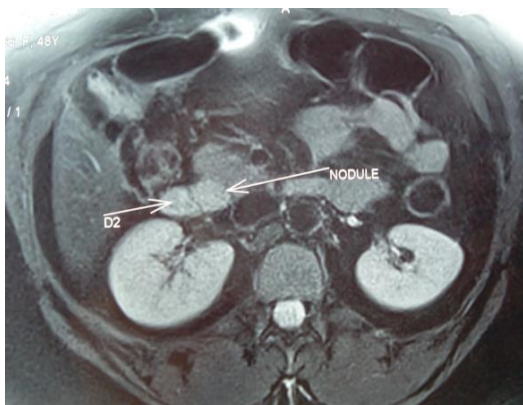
IRM Nodule pancréatique hyperintense T2
